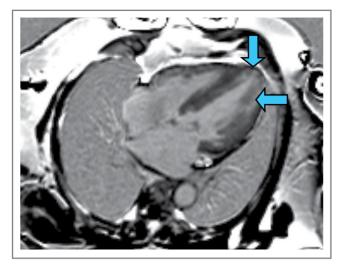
МРТ сераца пациентки. Четырехкамерное сераце по длинной оси. Позднее усиление гадолиния отражает заместительный фиброз и помогает дифференцировать кардиомиопатию БФ от ишемической и других ГКМП. На постконтрастных изображениях стрелками показаны интрамиокардиальные участки замедленного вымывания КВ.
